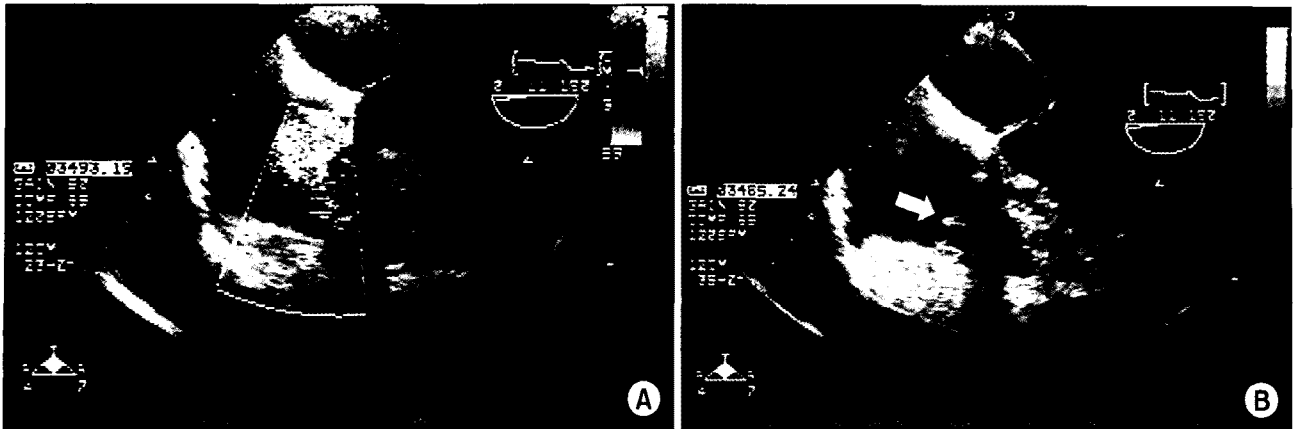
Preoperative echocardiogram shows severe tricuspid regurgitation (A) with chordal rupture of the anterior leaflet (arrow) and annular dilatation (B).
